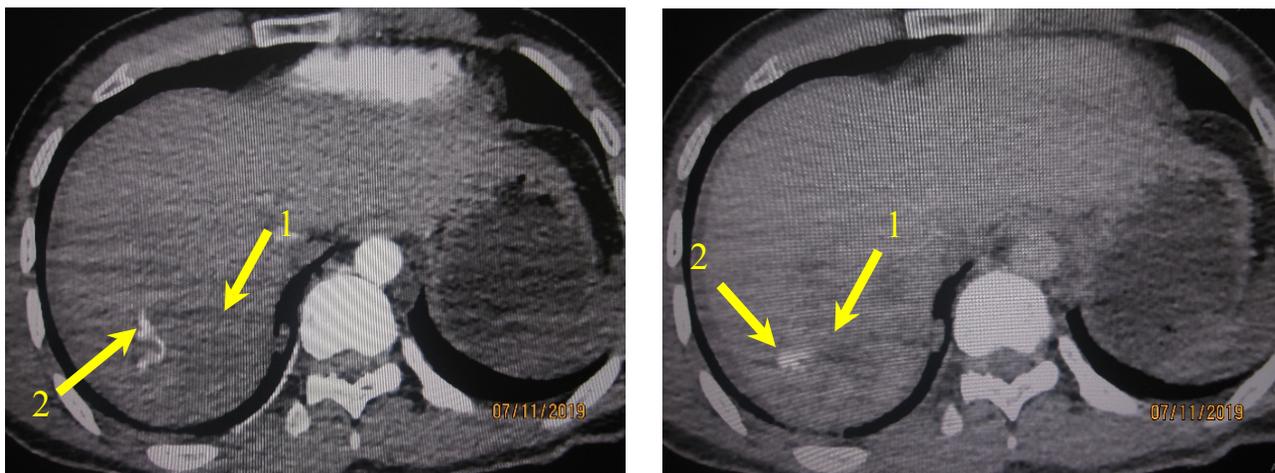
МСКТ органов живота с внутривенным контрастированием при закрытой травме: разрыв паренхимы печени (1) и экстравазация контраста (2)
